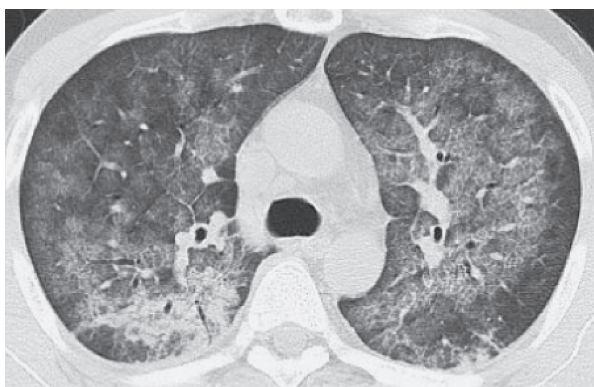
エタネルセプト投与中に発症した PCP の CT 所見
